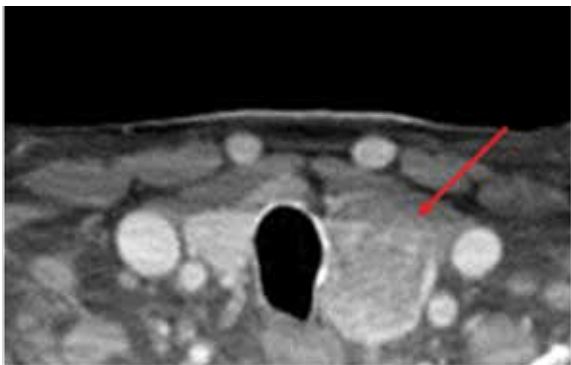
КТ шиї (вузол лівої частки ЩЗ).
